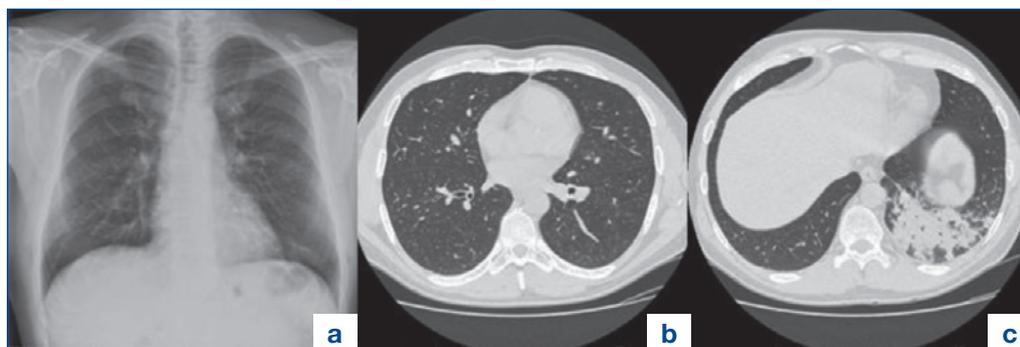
a. Rx torace iniziale che mostra la presenza di sfumato addensamento parenchimale basale sinistro. La successiva TC torace mostra la presenza di ispessimento delle pareti del bronco lobare inferiore sinistro (b) e di addensamento parenchimale compatto del relativo lobo (c).
